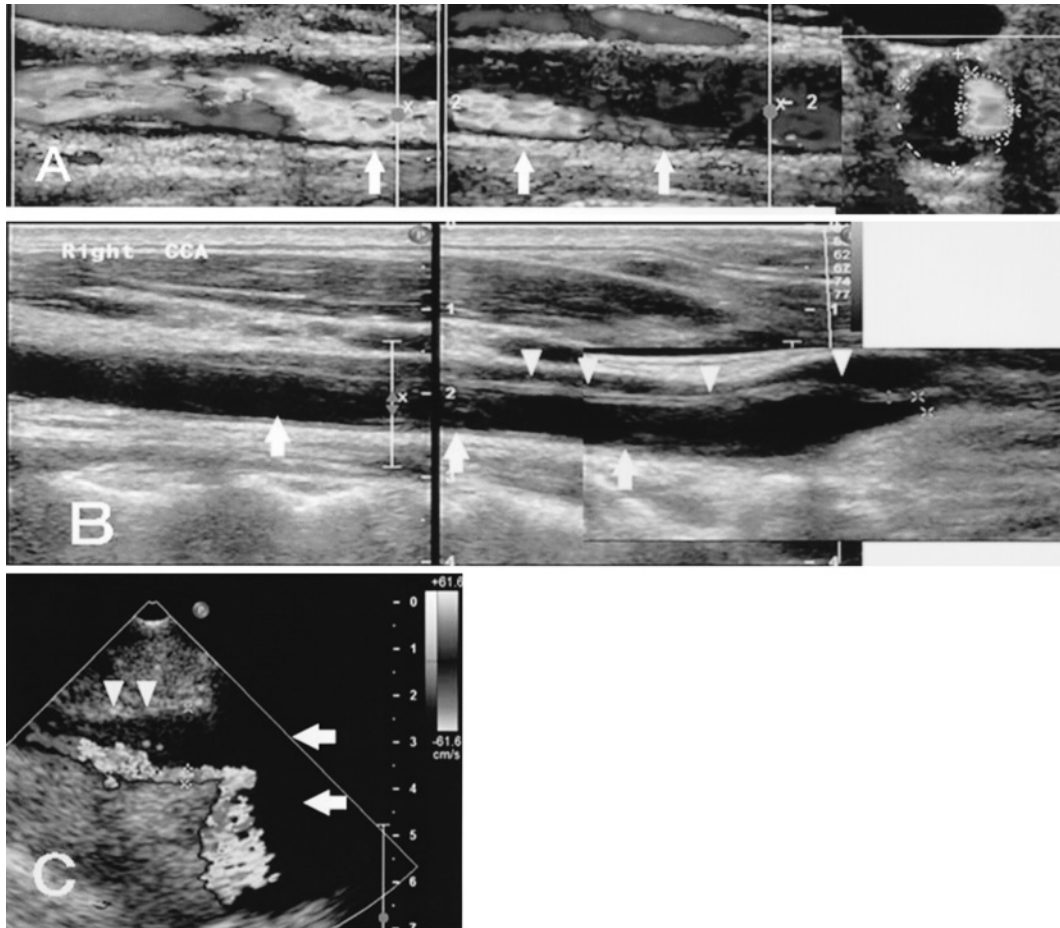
Carotid duplex ultrasonography
